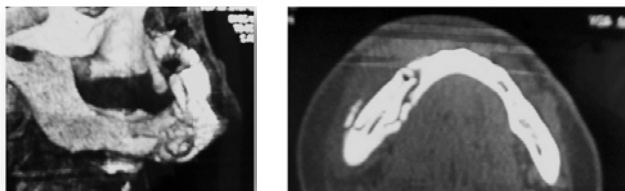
КТ ВИЧ-инфицированных пациентов с первично-хронической формой остеомиелита, характерная обширная деструкция, множественные мелкие и крупные секвестры
